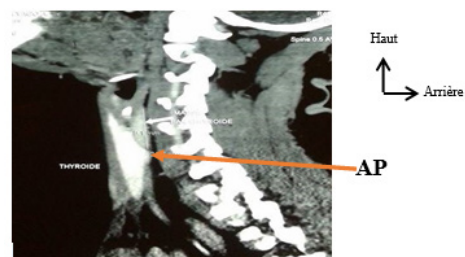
TDM cervicale en coupe sagittale montrant un AP supérieur gauche.
